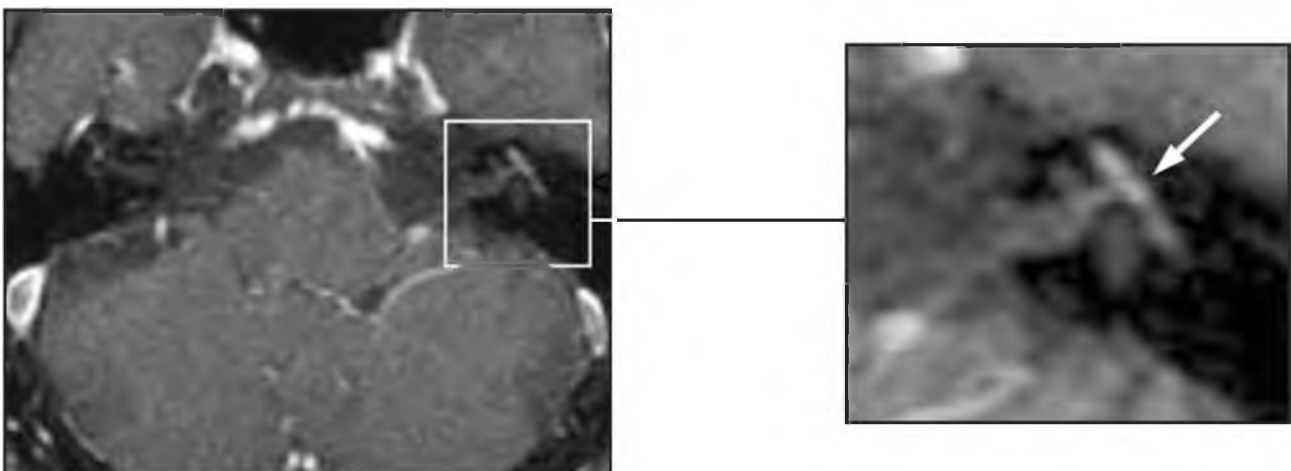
Пациент В., 28 лет, с диагнозом «цитомегаловирусное поражение лабиринтного сегмента левого лицевого нерва». МРТ постконтрастная 3D-SPGR-III аксиальная плоскость. Отмечается патологическое усиление МР-сигнала от лабиринтного и тимпанического сегментов лицевого нерва (стрелка)
